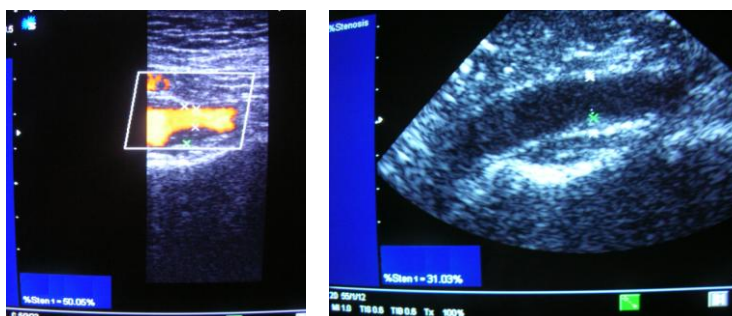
Ecografia Doppler-duplex preoperatorie și de control după angioplastia cu balon (imagini proprii)
